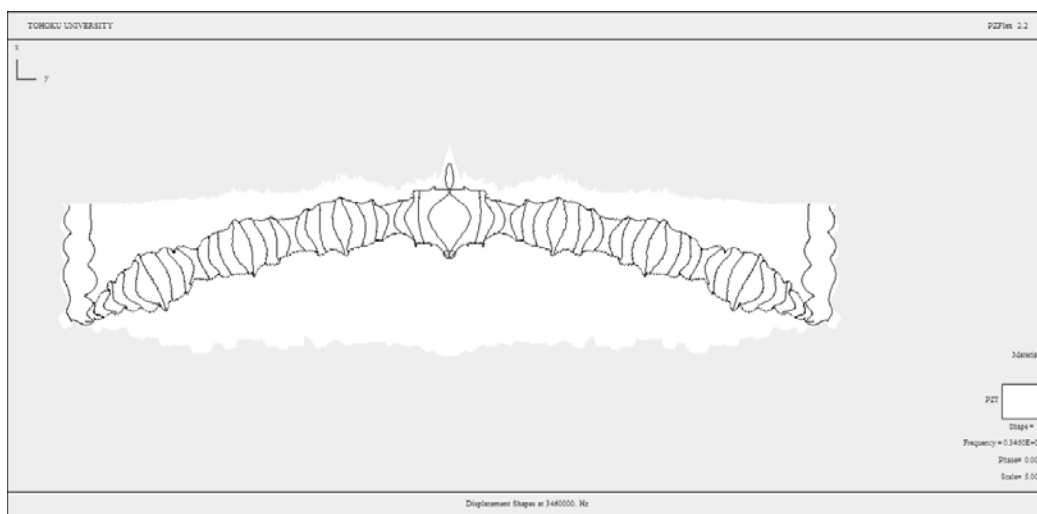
2-2-10. 有限要素法による振動解析の 1 例（超音波周波数 3.46MHz）
